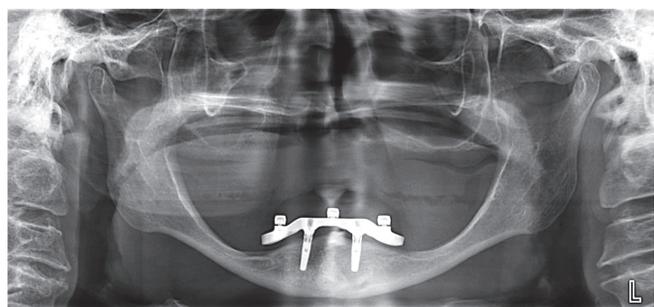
Orthopantomogram of patient M., 71 y.o. with a removable implant-supported overdenture, «locator» type attachments to a titanium bar screw-retained to 2 implants: I B
